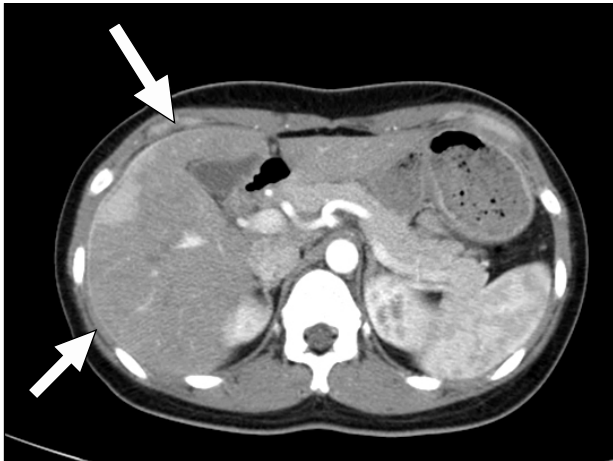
Abdominopelvic CT arterial phase. Linear subcapsular enhancement at the anterior surface of the liver (arrow).
